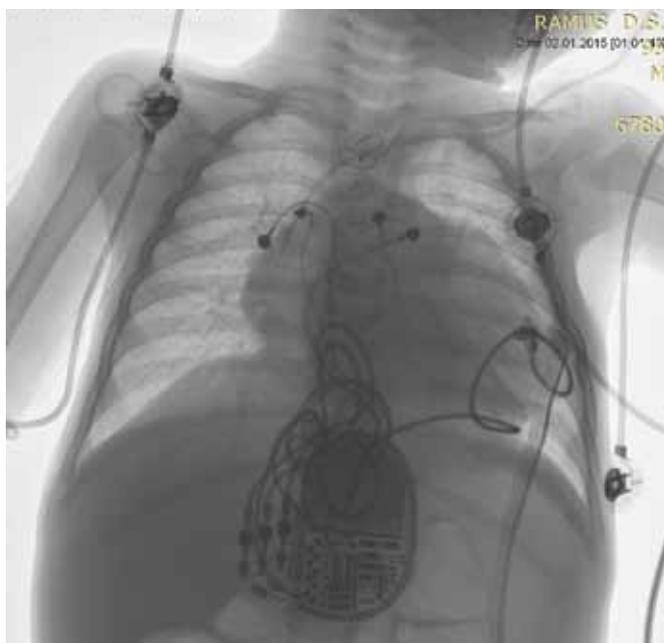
Рентгенологический контроль установленного устройства.
